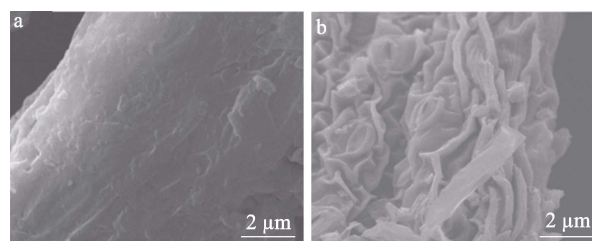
黄花蒿叶片经 C₇-FA 超声提取前(a)后(b)的 SEM 图
